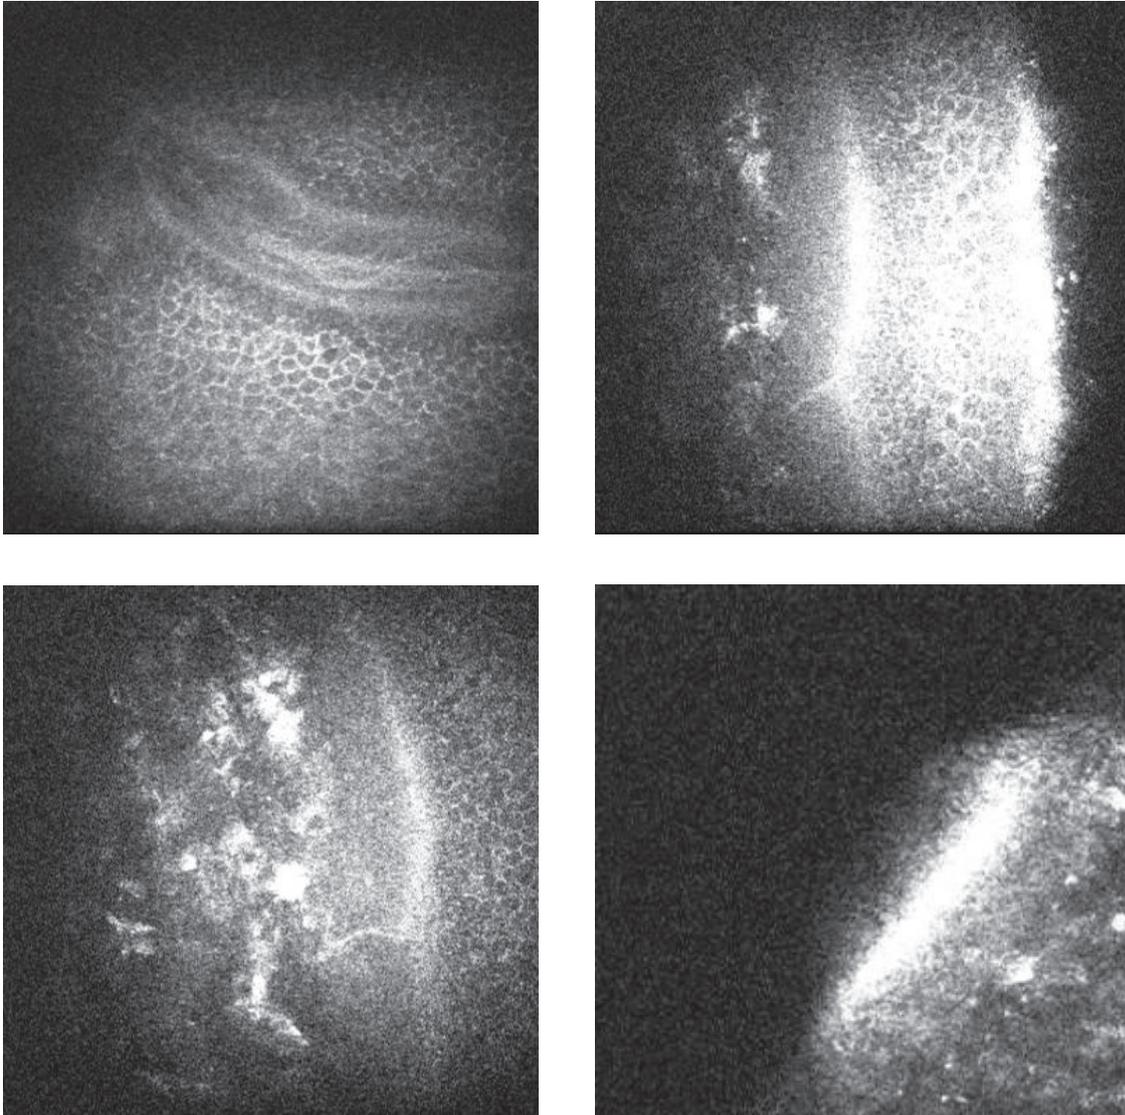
Состояние роговицы на клеточном уровне с использованием данных Heidelberg Tomographer HRT III в отдаленном периоде наблюдения
